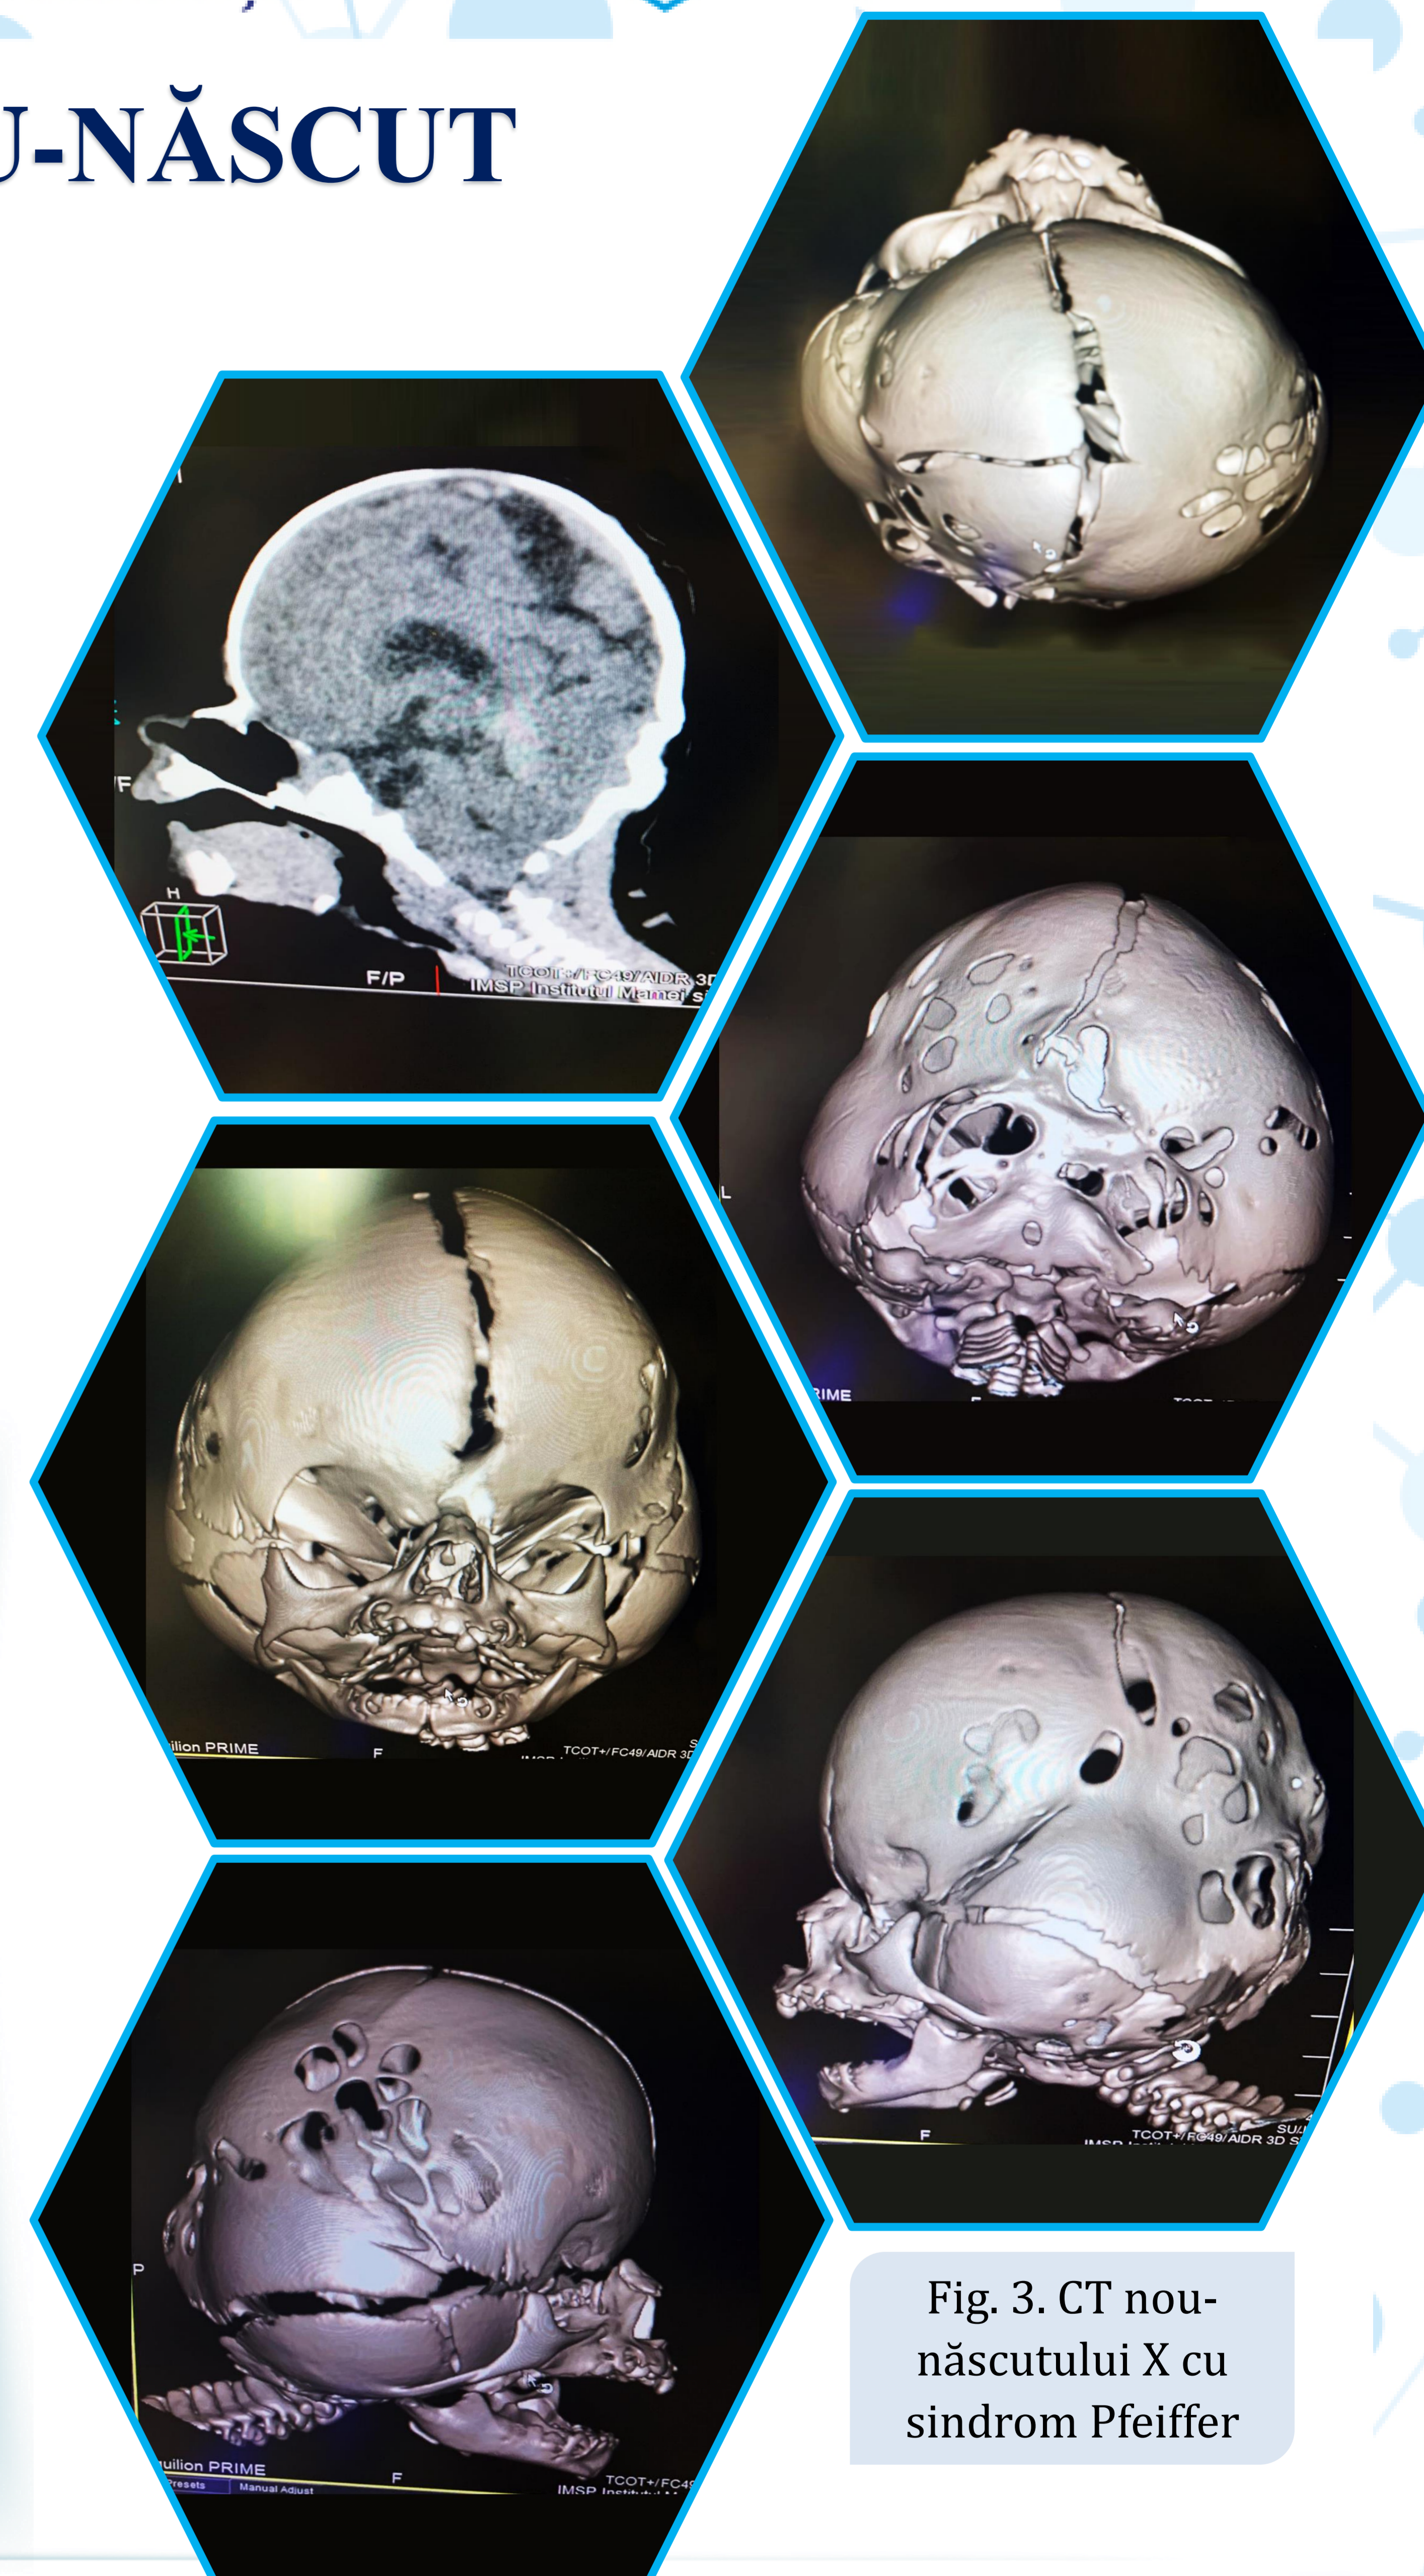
CT nou-născutului X cu sindrom Pfeiffer
